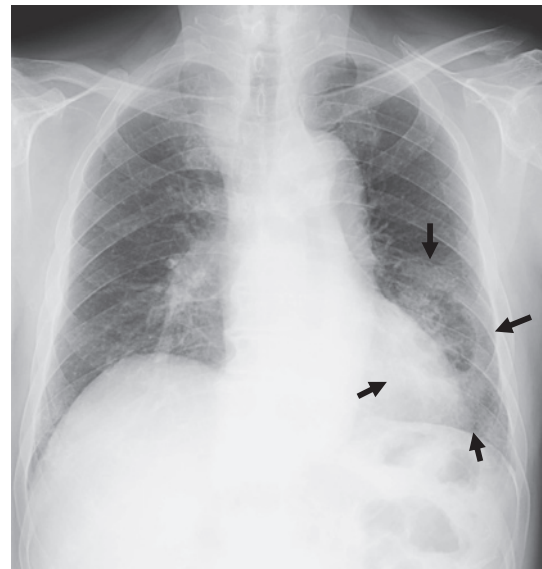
A chest X-ray revealing a vacuous round tumor in the lower lobe of the left lung (arrows) and reticulonodular shadows in both lower lung fields.
